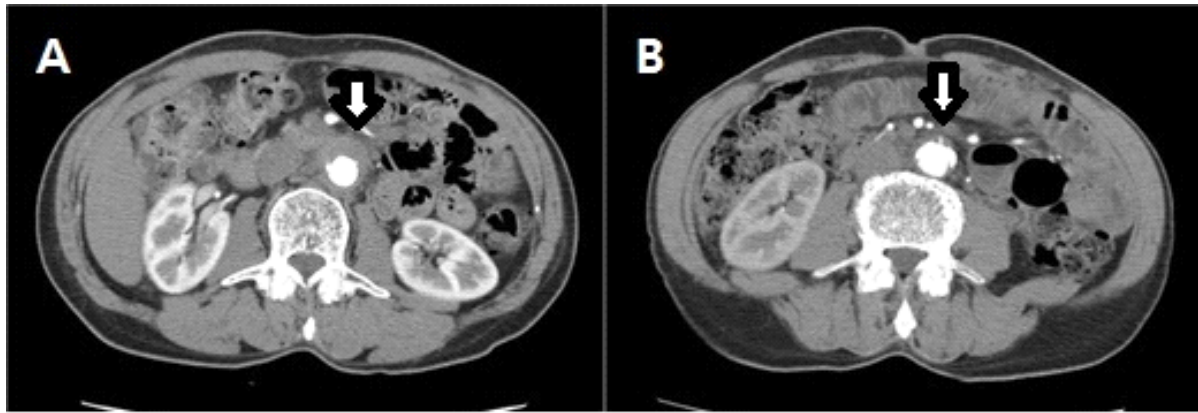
Initial computed-tomography (CT) and after 1 month of steroid treatment. (A) shows soft tissue lesion in periaortic area (infrarenal abdominal aorta) with delayed enhancement (arrow) and (B) shows follow-up CT, marked improvement of soft tissue lesion (arrow) in periaortic area.
